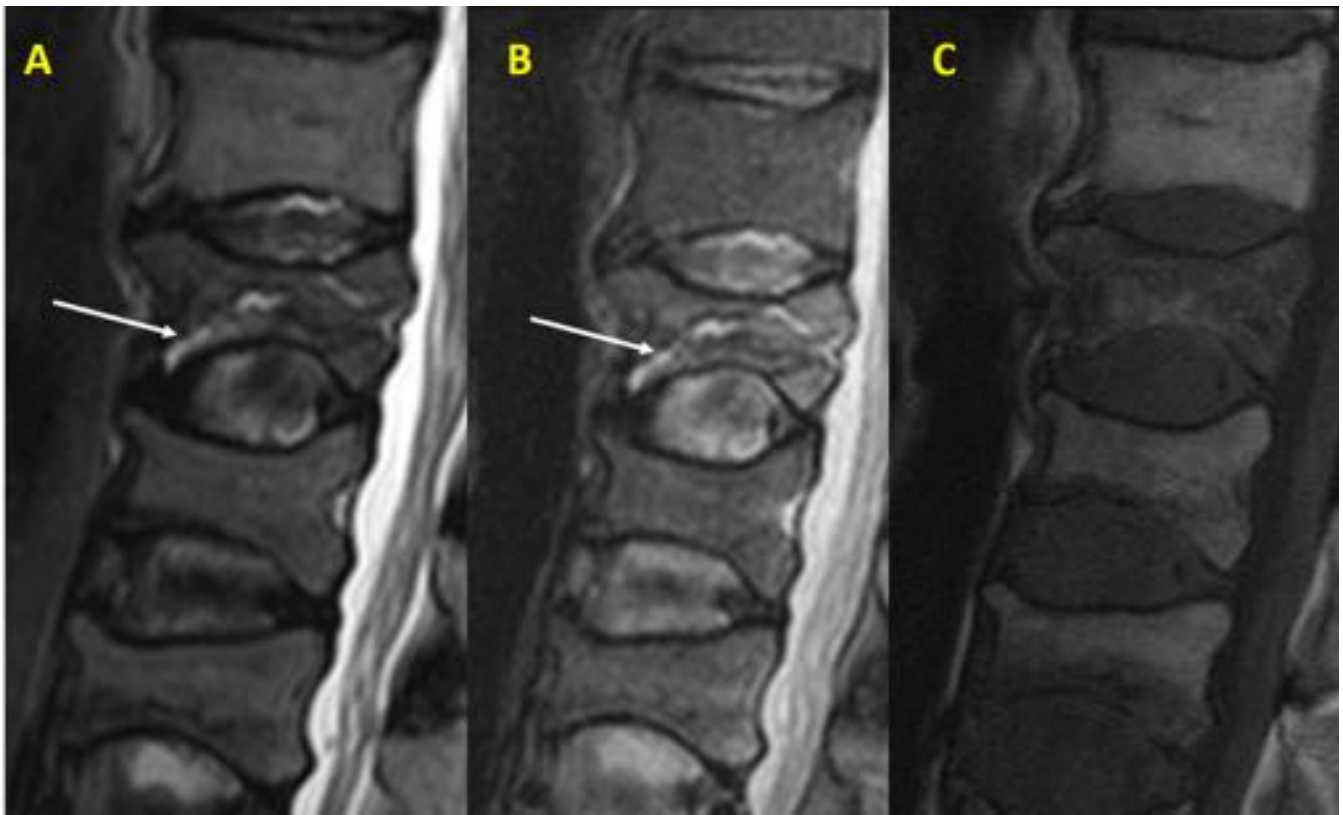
Secuencias T2 (A), STIR (B), T1 (C) de RM lumbar, en mujer de 63 años con fracturas bicóncavas leves-moderadas en cuerpos vertebrales por fragilidad. Presencia de imagen lineal en secuencias T2 y STIR (flechas), de intensidad de señal similar al LCR, en relación con fluid sign característico de fracturas osteoporóticas agudas.
